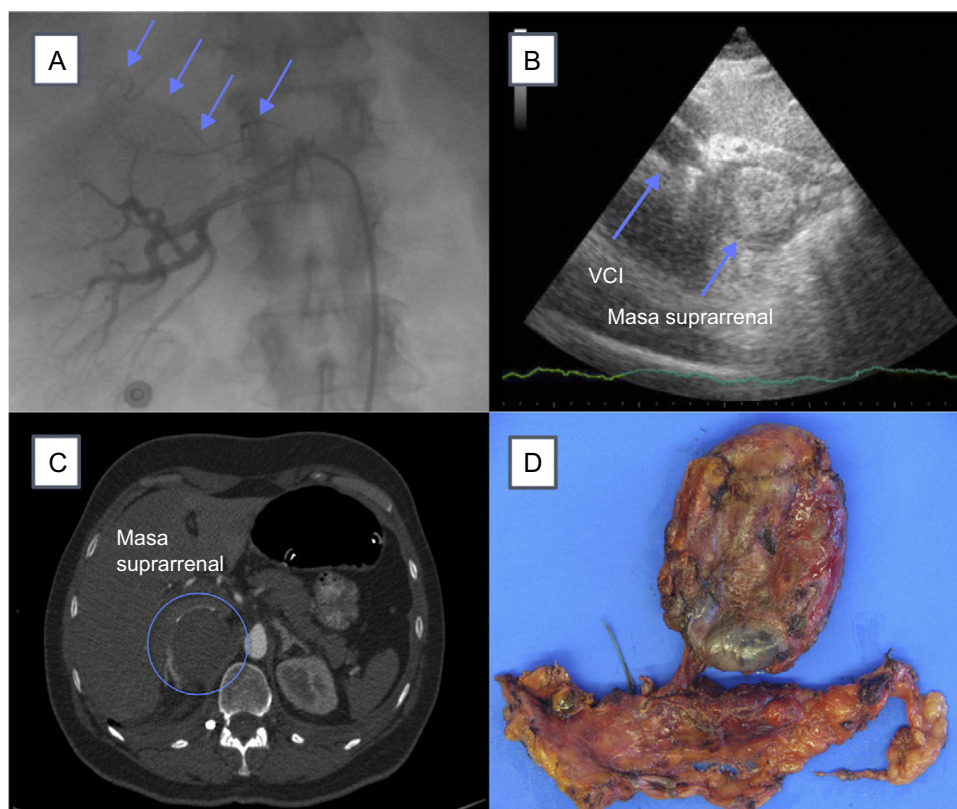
A: arteriografía renal derecha. Las flechas muestran vascularización anormal de suprarenal; B: ecocardiograma por vía subcostal que indica VCI y masa suprarenal; C: TC de abdomen. El círculo muestra localización de la masa suprarenal, y D: pieza macroscópica del tumor. TC: tomografía computarizada; VCI: vena cava inferior.
